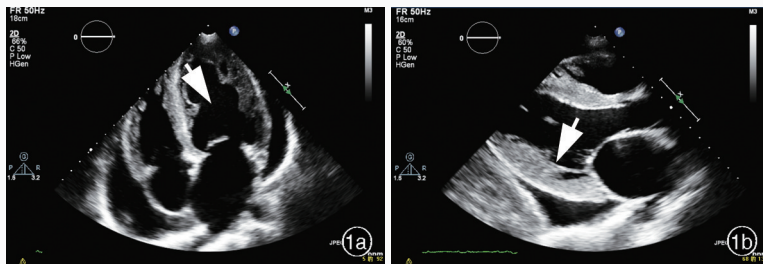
扩张型心肌病患者(例15)超声心动图检查所见 1a 左心房扩大(箭头所示) 1b 左心室肥厚(箭头所示)
